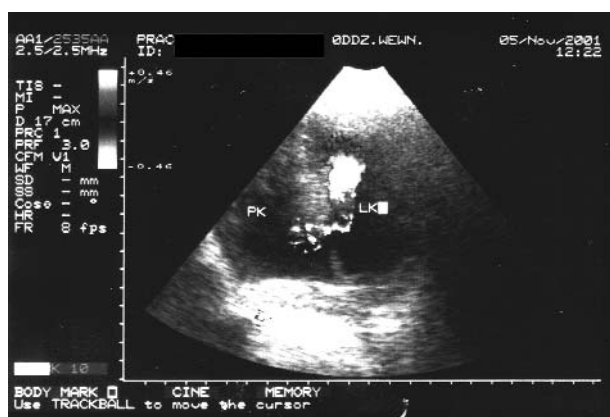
Obraz echokardiograficzny w projekcji koniuszkowej 2-jamowej, widoczny tętniak rzeźki ściany dolnej
